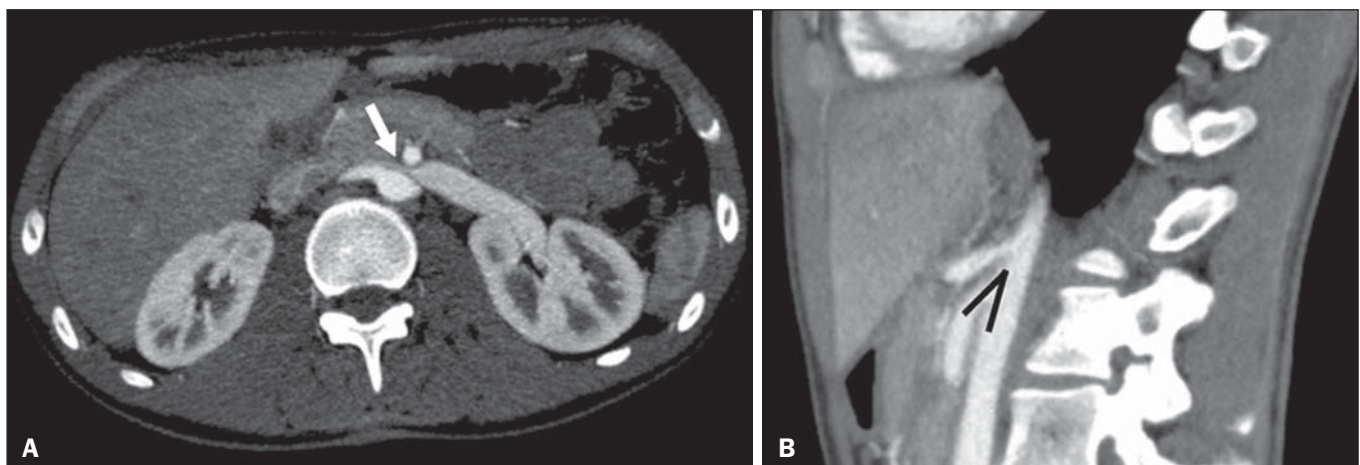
Síndrome de “quebra-nozes”. TC axial e sagital. A: TC axial identificando estenose da artéria renal esquerda, entre a artéria mesentérica superior e a aorta (seta), com ectasia pré-estenótica. B: TC sagital demonstrando redução do ângulo aortomesentérico (ponta de seta).
